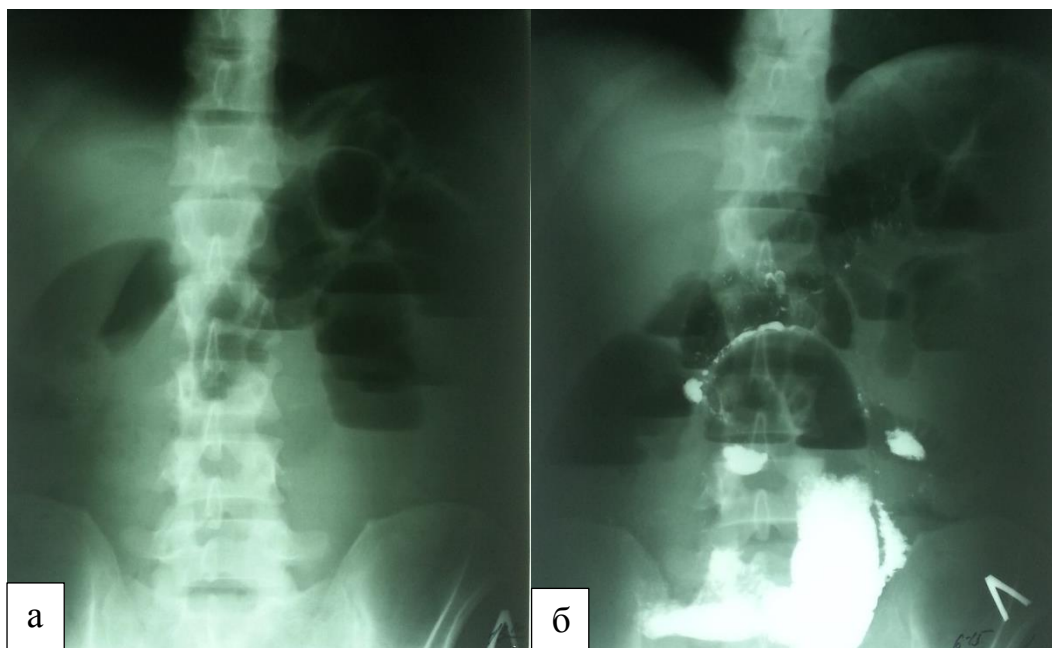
Рентгенограмма органов брюшной полости у больного с стенозирующей формой болезни Крона (а – при поступлении, б – контроль пассажа бария через 6 часов).
